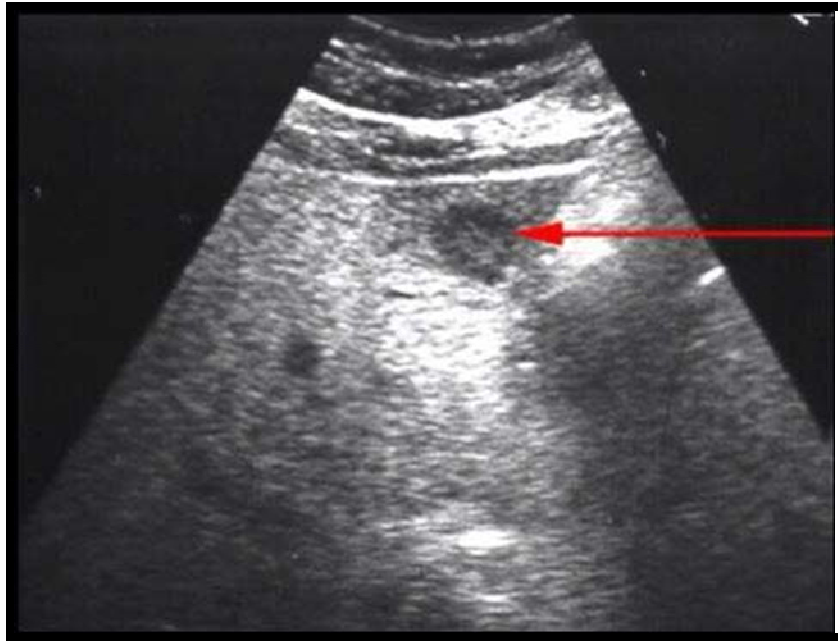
Image échographique d'une métastase hépatique d'un cancer du bas rectum chez un patient de notre étude.
